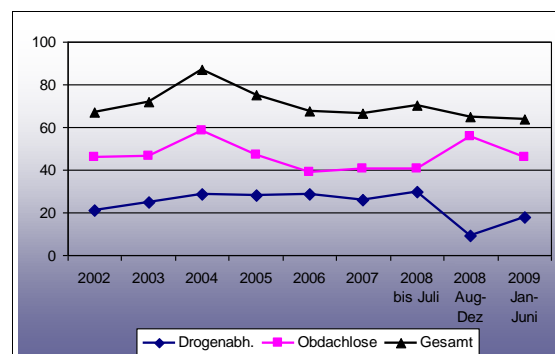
Tuberkulose: Röntgenuntersuchungen nach Untersuchungsgrund im Amt für Gesundheit, Frankfurt 2002-2009
